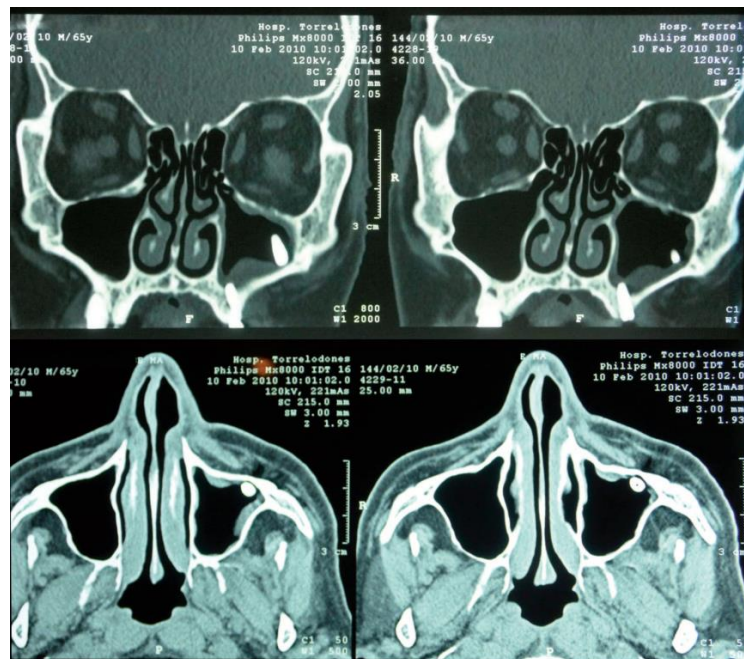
Tomografía Computarizada Cone Beam (Corte frontal y axial) Detección del implante dental migrado al seno maxilar³⁸
